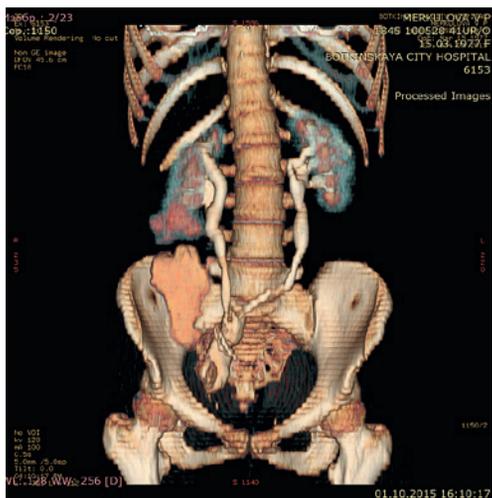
Данные МСКТ пациентки М. 38 лет. Контрастное вещество свободно контрастирует мочеточники и поступает в резервуар достаточной емкости
